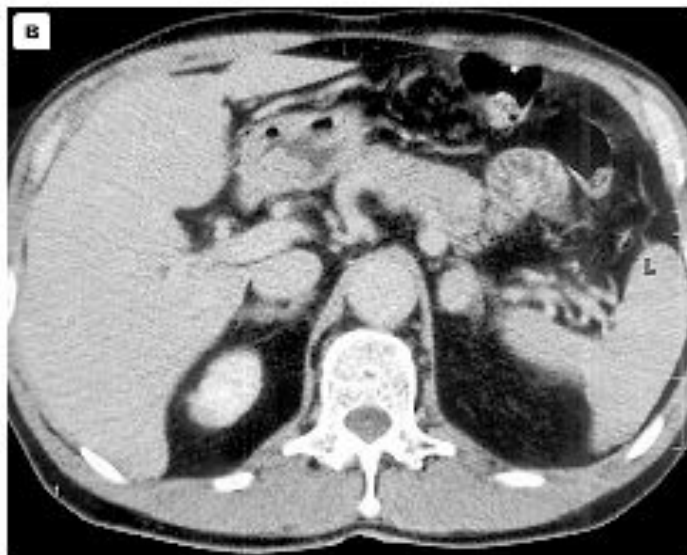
Аденома левого надпочечника. КТ. а – до контрастного усиления; б–г – после контрастного усиления. Отсутствие контрастирования ткани опухоли.
